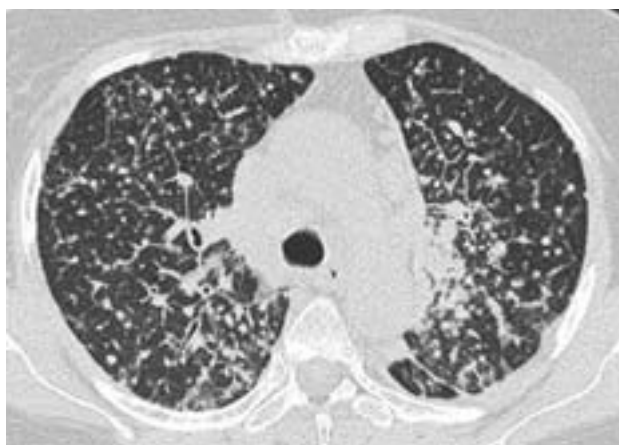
Тонкослойная КТ грудной клетки. Метастазы рака молочной железы в легкие. Перилимфатический тип очагов. Выраженное утолщение междольковых перегородок, вдоль которых расположены мелкие метастатические очаги.
